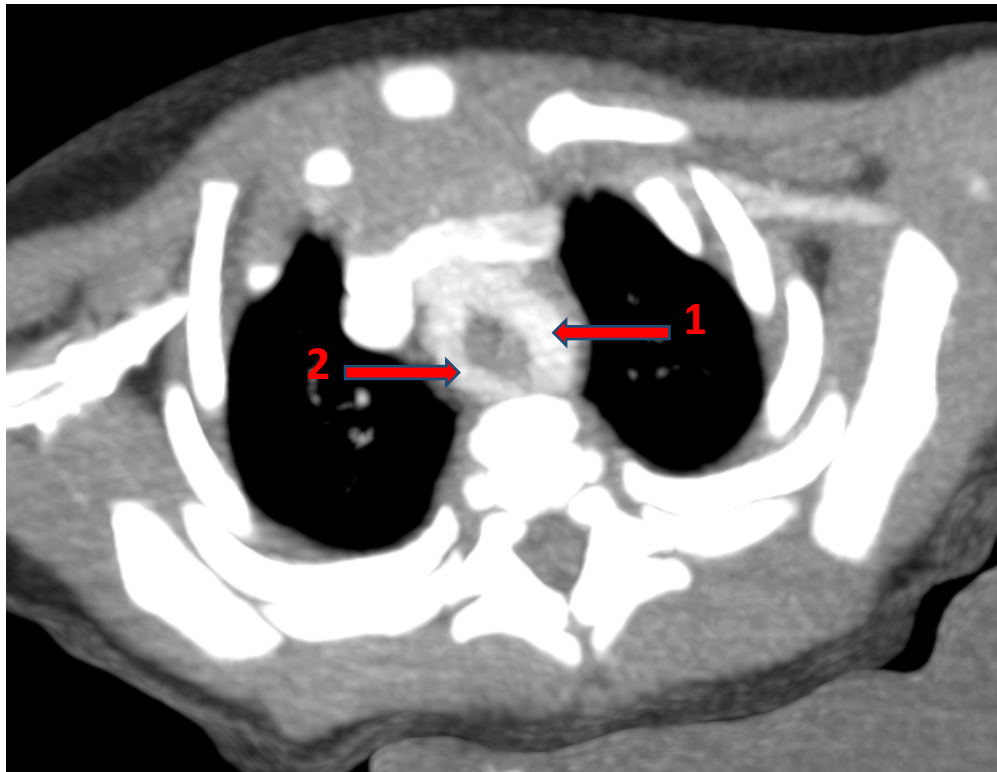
TDM thoracique, en coupe axiale, en reconstruction MIP ; Double arc aortique chez un patient de 1 mois (service de radiologie CHU Mohamed VI Marrakech).
